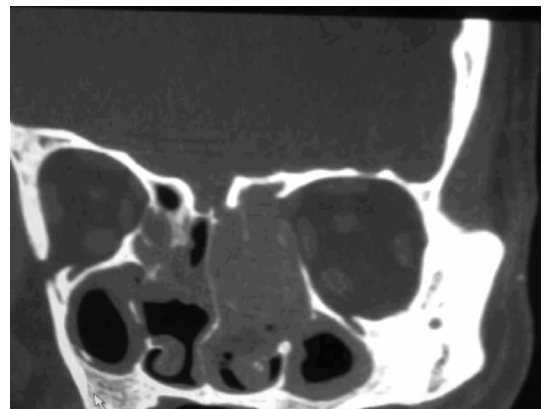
患者第 2 次术前冠状位 CT 示左筛窦腔密度增高影,窦腔间隔消失,左侧眶纸板及筛顶部分吸收
